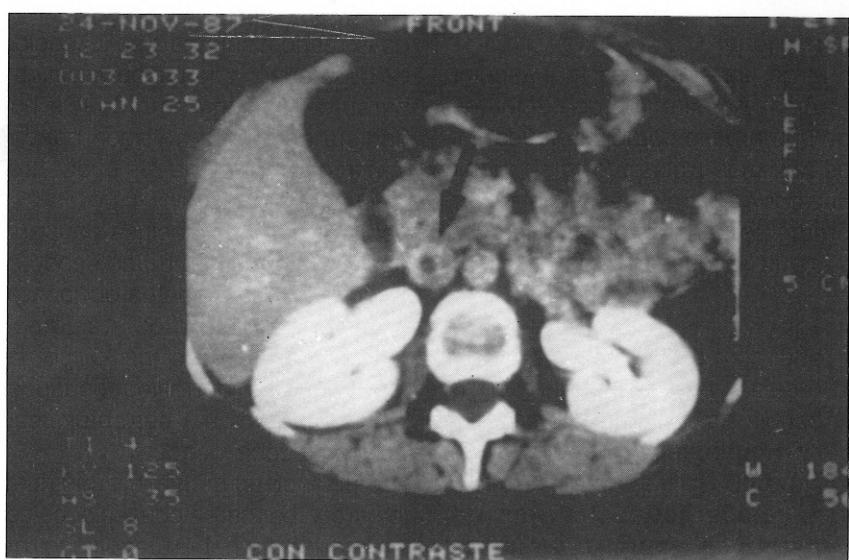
TAC abdominal con contraste: Vista transversal del trombo «flotante» intracava (flecha) por encima de la encrucijada renal.
